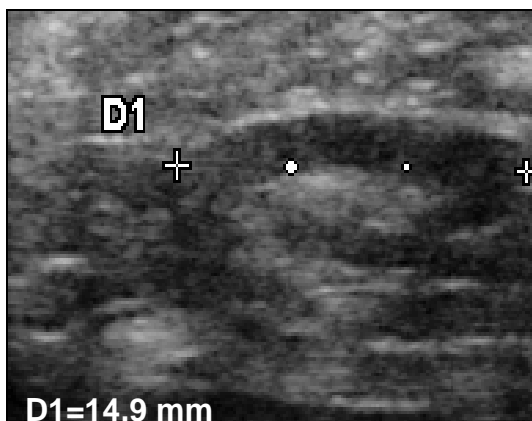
Sonographische Aufnahme eines leicht vergrößerten, sonomorphologisch jedoch unauffälligen axillären Lymphknotens: ovale Form, echoarme Rindenregion, echoreicher Markbereich
